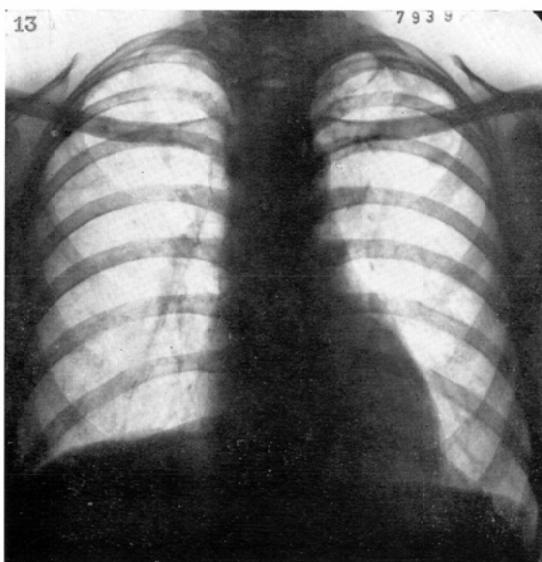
Female, 33. Chest roentgenogram shows a large cystic cavity with a broad base toward the lateral thorax in the subclavicular region. This may be called a roentgenological subpleural bleb. There is also a cystic area in the left apex. It can hardly be differentiated from the thin walled cavity produced by chemical cavitectomy.
